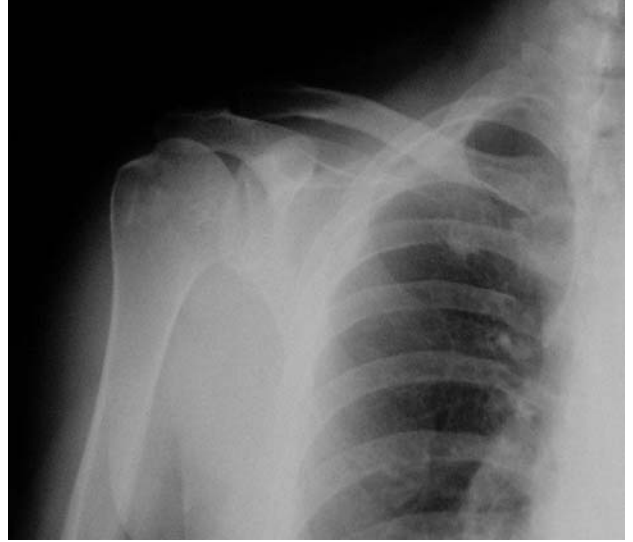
Hastanın ameliyat sonrası 1. gün çekilen ön-arka plandaki radyografisi.
